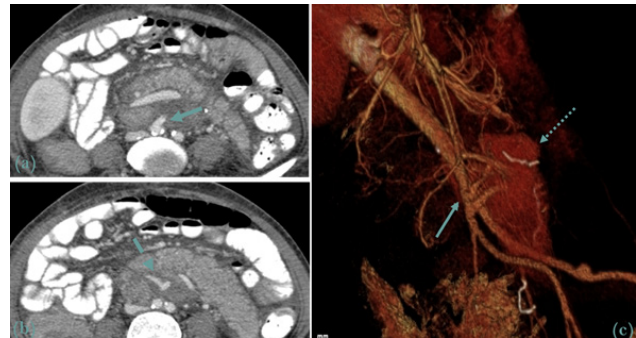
Anastomose arterial no transplante pancreático. (a) (b) TC abdomino-pélvica em que (b) representa um corte inferior a (a), assinala-se (→) anastomose com a artéria ilíaca primitiva direita e (->) bifurcação em artéria mesentérica superior e esplénica. (c) VRT (Volume rendered CT) demonstrando (→) a anastomose arterial entre a artéria ilíaca primitiva direita (receptor) com as ilíacas externa e interna (dador). Enxerto pancreático assinalado (↔).
